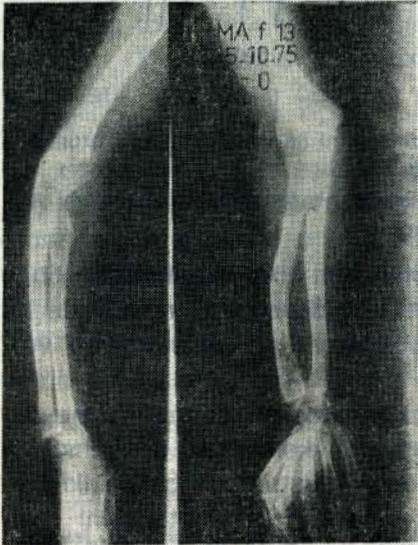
3 — 17 yaşında bir olgunun ameliyat öncesi grafisi görülüyor.
